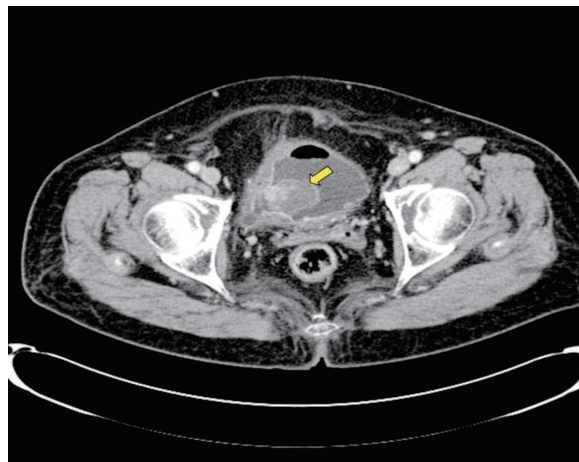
Abdominal computed tomography shows 3 cm sized heterogenous enhancing mass in Rt. bladder wall (arrow).
